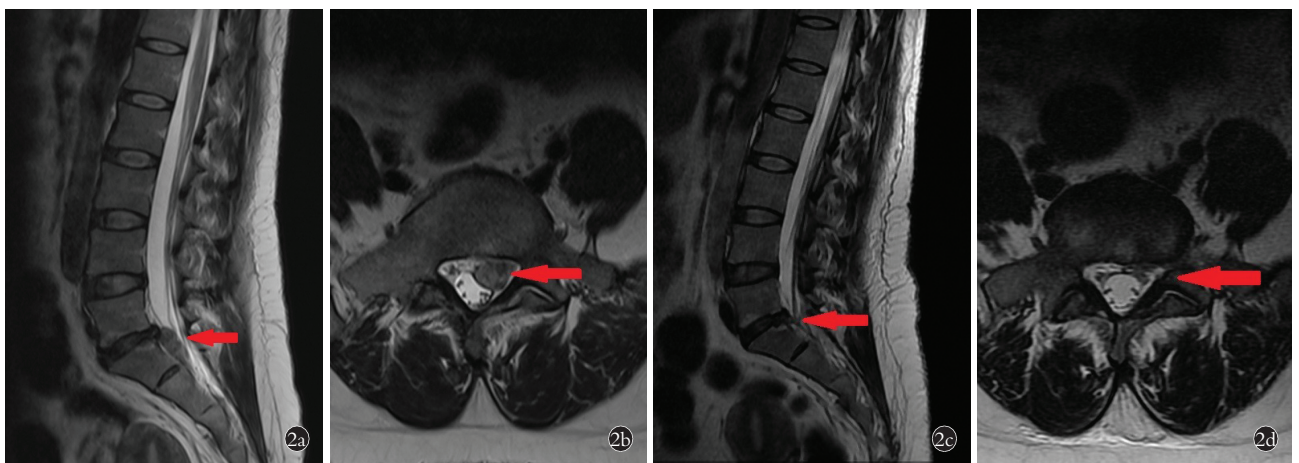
男性患者,41 岁,腰痛牵及左下肢 3 周,诊断为 L<sub>5</sub>S<sub>1</sub> 左侧巨大破裂型腰椎间盘突出症。2013 年 9 月 10 日首次就诊,2018 年 8 月 8 日末次随访。根据 MRI 运用 PACS 系统测量治疗前及末次随访时的突出物体积,测量并记录 SLRT 及 JOA 评分 2a,2b。治疗前 MRI T2 加权矢状位、横断位图像测量突出物体积为 3 307.9 mm<sup>3</sup>;SLRT 左侧 15°,右侧 70°,JOA 评分为 7 分 2c,2d。末次随访时 MRI T2 加权矢状位、横断位图像测量突出物体积为 486.46 mm<sup>3</sup>,吸收率 85.29%;SLRT 左侧 70°,右侧 80°,JOA 评分为 27 分
